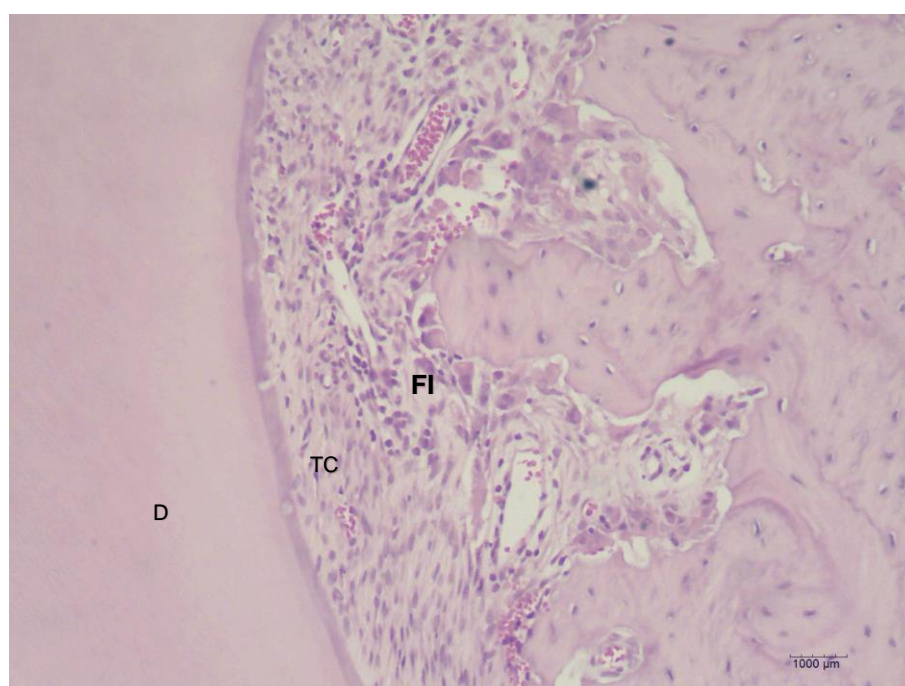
Lado de tensão do grupo 1 aos 5 dias. (D) dentina, (TC) tecido conjuntivo denso, com fibras colágenas densas, fibroblastos fusiformes, (FI) presença de focos inflamatórios. (Hematoxilina & Eosina, x10).
